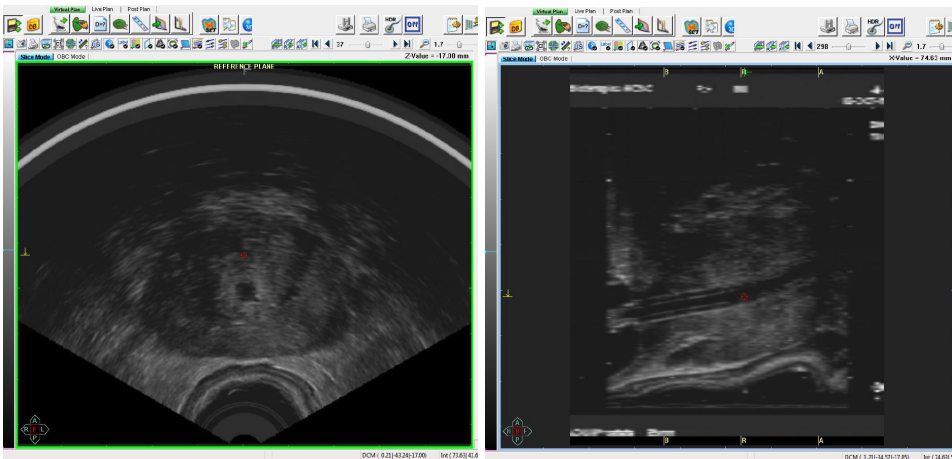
Imágenes de la próstata obtenidas por ecografía transrectal. Planos axial y longitudinal de la próstata.
